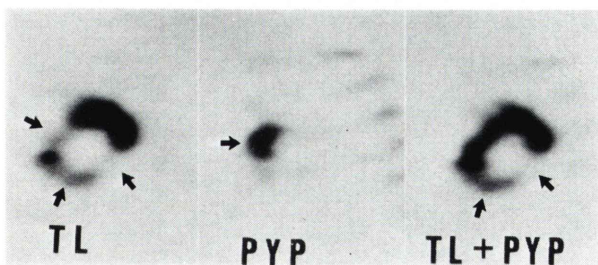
Transaxial images of the dual energy SPECT (case 2).
